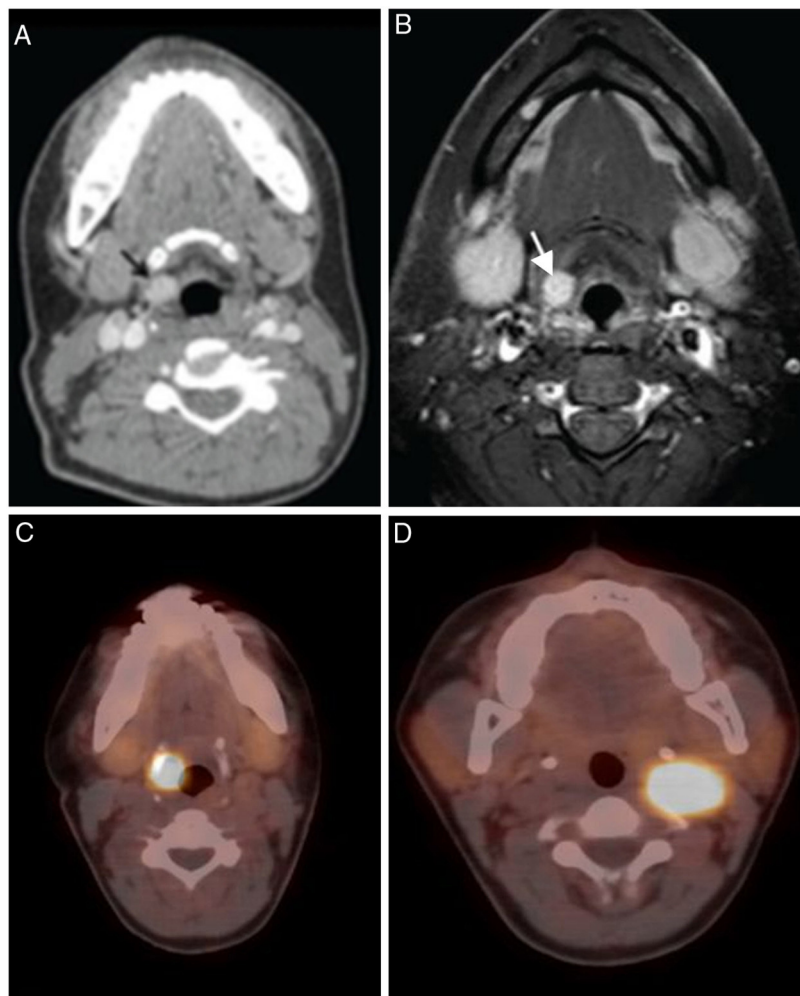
(A - D) mulher de 34 anos com paraganglioma laríngeo. Massa realçada bem definida pré-epiglótica direita (setas) é vista na TC com realce por contraste (A) e contraste com imagem turbo Spin Eco com saturação de gordura e inversão da recuperação ponderada em T1 (T1 TSE SPIR); (B) Imagens. Imagem axial de fusão de PET/TC com ^{68}Ga -DOTA-peptídeo (C); mostra intensa captação pelo paraganglioma laríngeo direito, semelhante ao paraganglioma simultâneo do corpo carotídeo esquerdo (D). (As imagens deste caso são mostradas na referência 5).
